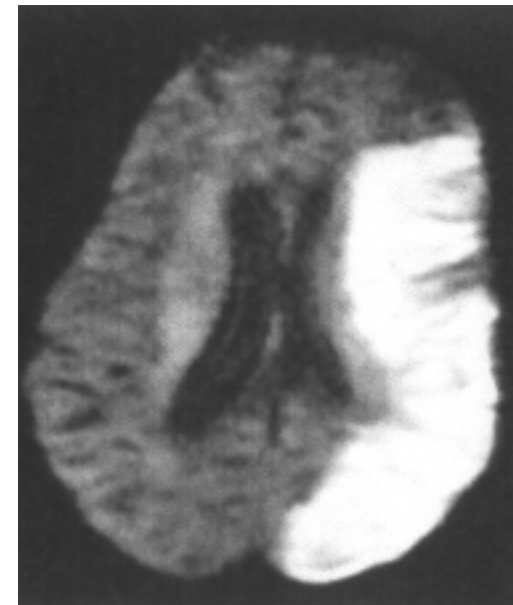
Imagen de RM de difusión (DWI) de un paciente de 61 años con déficit neurológico de 2 horas y 15 minutos de evolución. Puede apreciarse una hiperseñal en la totalidad del territorio de la arteria cerebral media, incompatible con un posible beneficio de ningún tipo de tratamiento neuroprotector.
